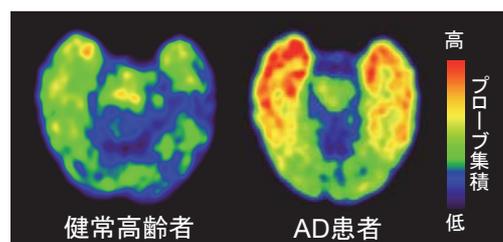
^[18F]THK5351を使用した脳PET画像
